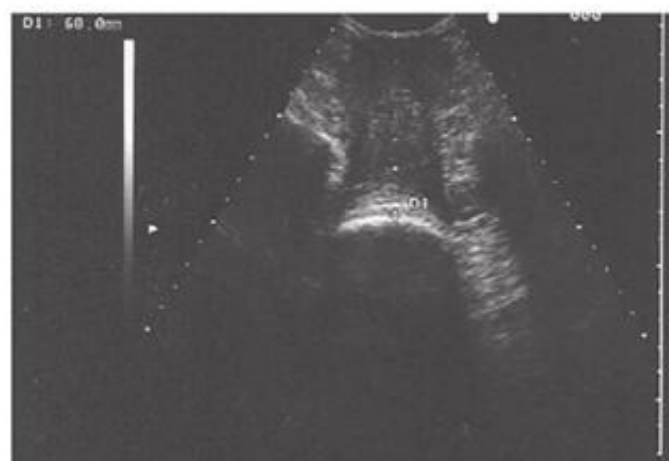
Échographie de l'engagement pelvis/présentation céphalique = mesure distance périnée/cortex fœtal (engagement si inférieure à 55 mn).
